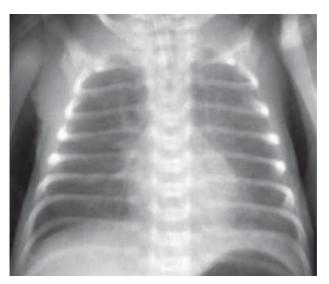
Рентгенография органов грудной клетки ребенка М., 5,5 месяцев
